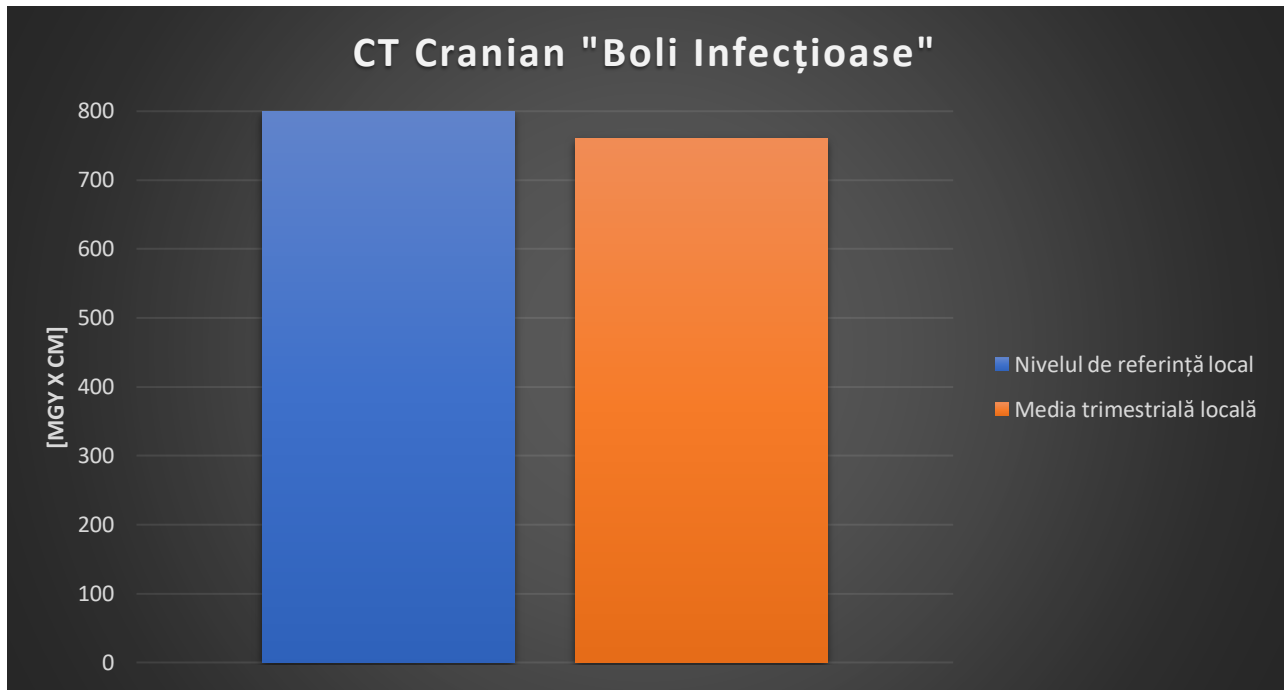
5.6 Comparatie CT Cranian "Boli Infecțioase"
